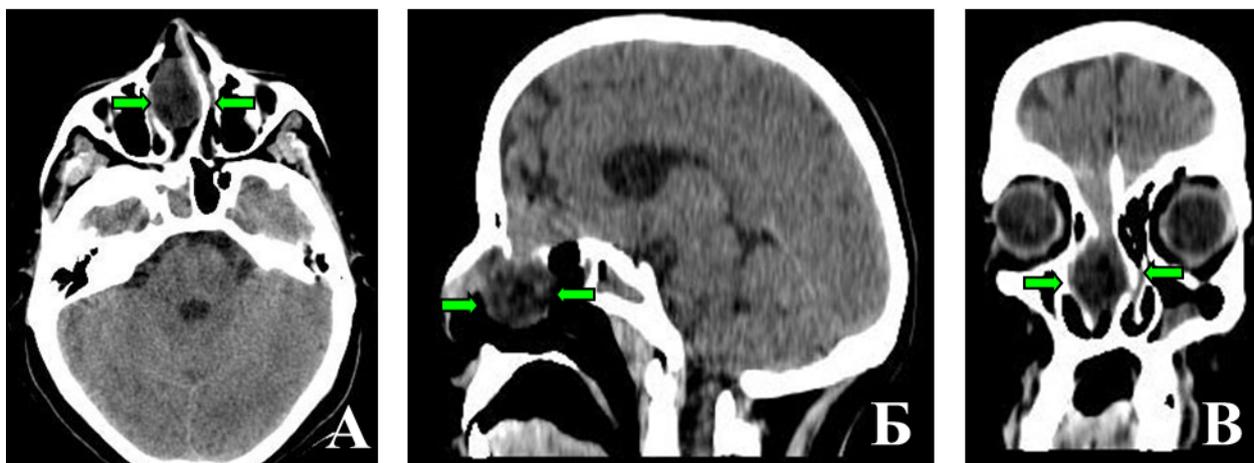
КТ-изображение черепа пациента с базальной черепно-мозговой грыжей:
